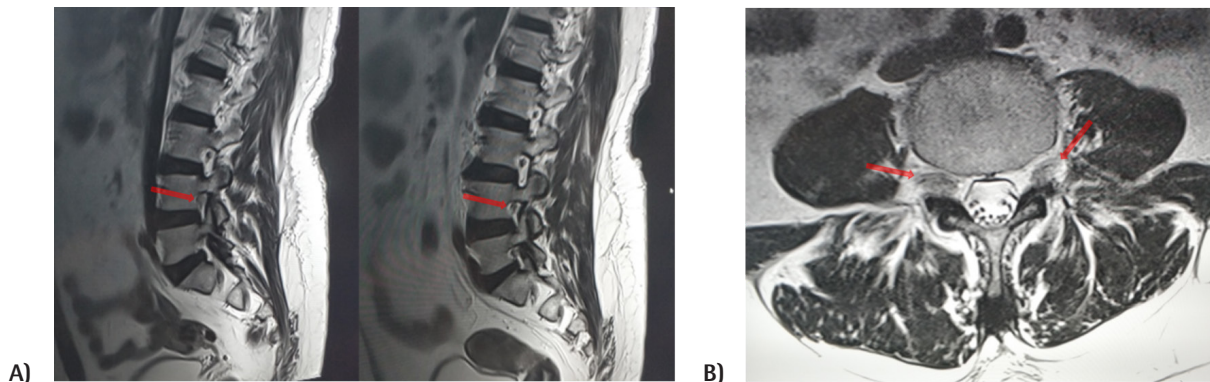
Case 1) A) Coronal section of lumbar MRI. Right L4 root was thickened B) Axial section of lumbar MRI. The right L4 root was thicker than the left one
